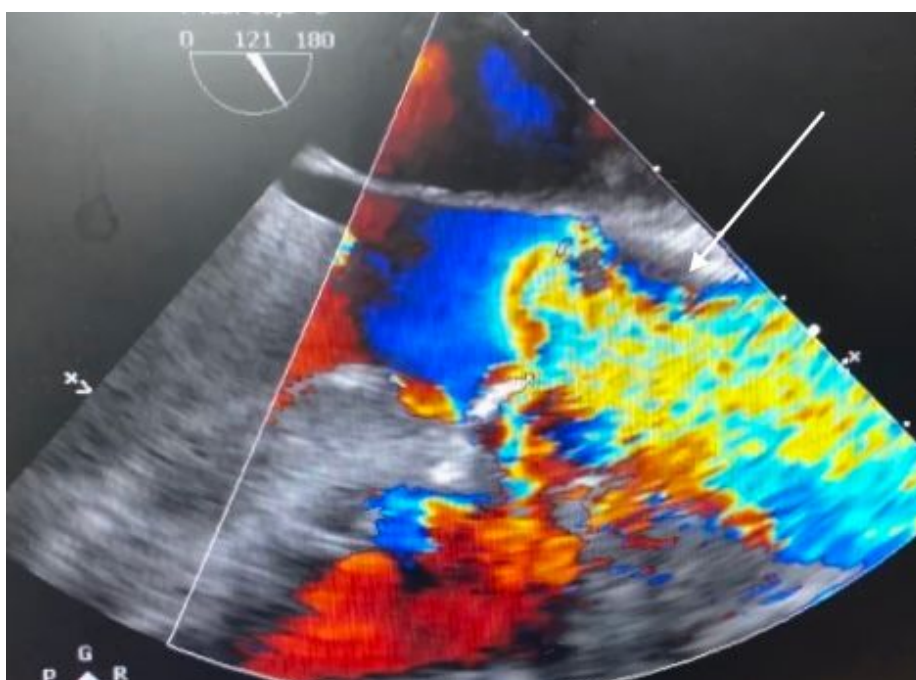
TEE 2D - Em esôfago médio, plano longitudinal da valva aórtica em 121°, o Doppler em cores evidencia fluxo turbilhonar através dos folhetos estenosados da valva aórtica (seta).
